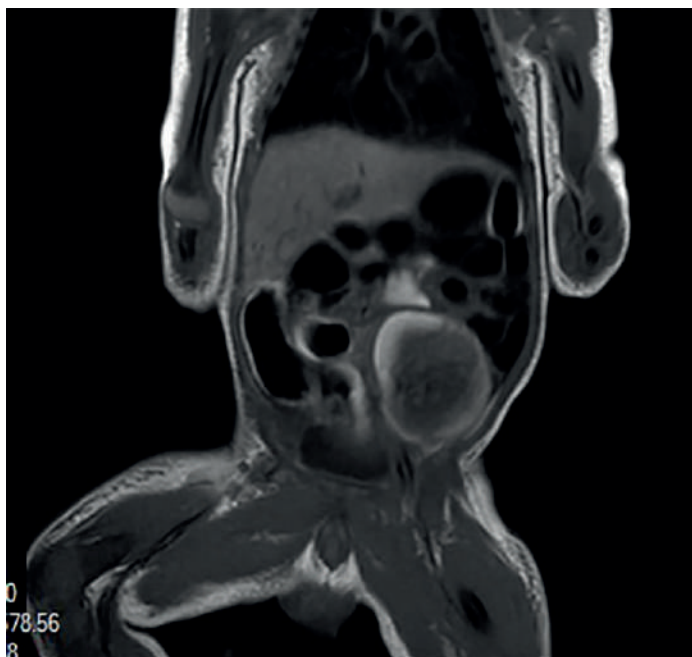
Resonancia magnética en secuencia T1 en un plano transversal que muestra una tumoración sin datos de infiltración a las estructuras adyacentes, que desplaza al intestino.
